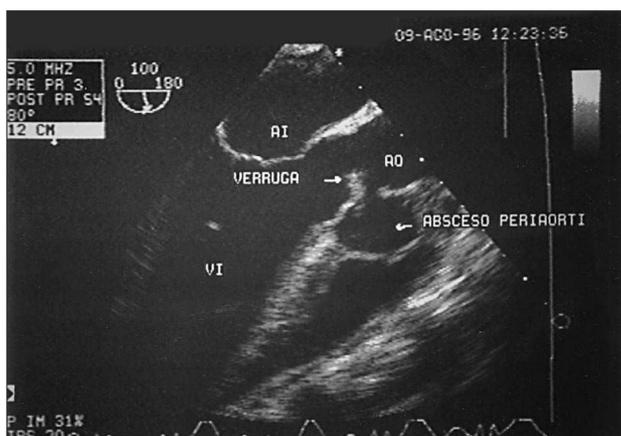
Ecocardiograma transesofágico: corte longitudinal, verruga en válvula aórtica y absceso periaórtico.
